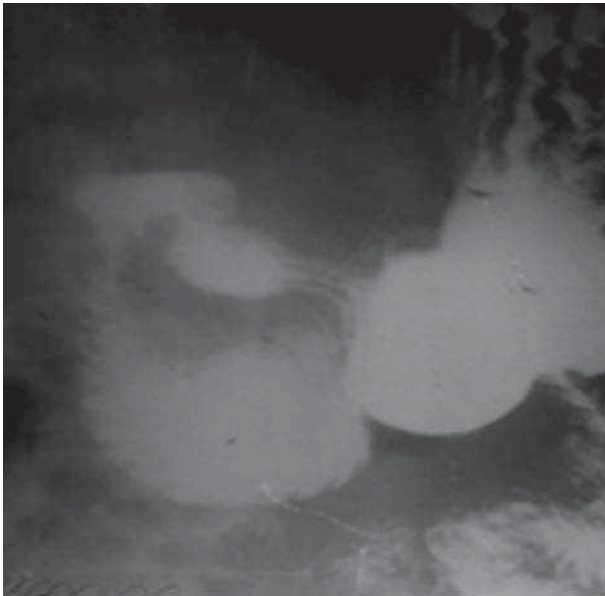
Прицельная рентгенограмма 12п.к. Хроническое нарушение дуоденальной проходимости при артериомезентериальной компрессии.
